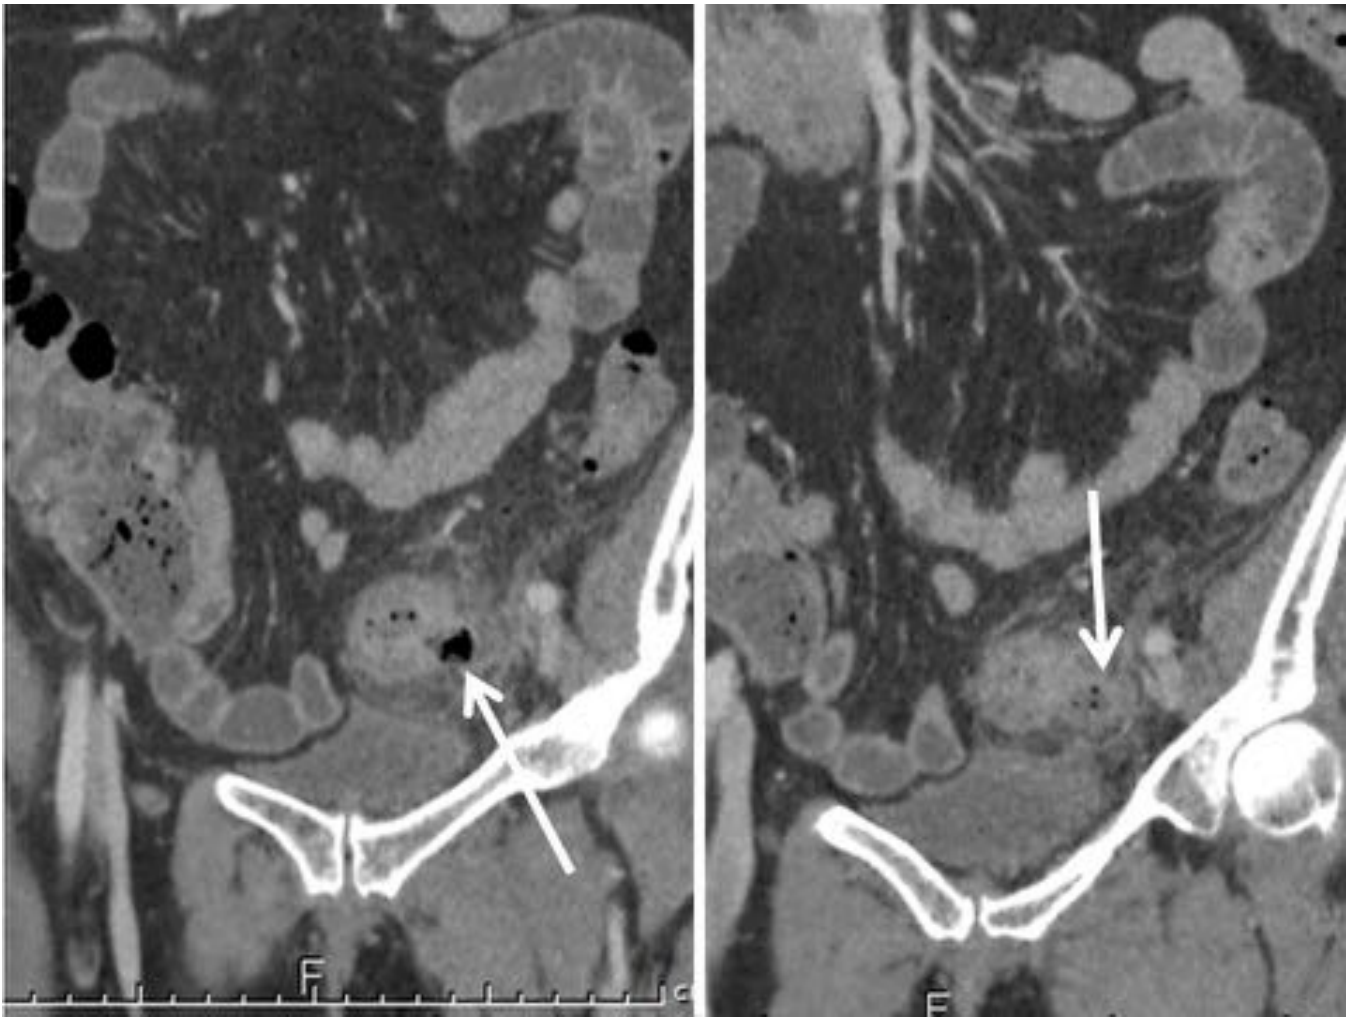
Fig. 8. Corte axial de TC con CIV, en el que se aprecia colección perisigma, de contornos mal del organizada, en un paciente con diverticulitis aguda grado IB. Asocia engrosamiento mural reactivo por pi de íleon distal. Referencias: Servicio de Radiodiagnóstico, Hospital Ramón y Cajal, Madrid, España.
